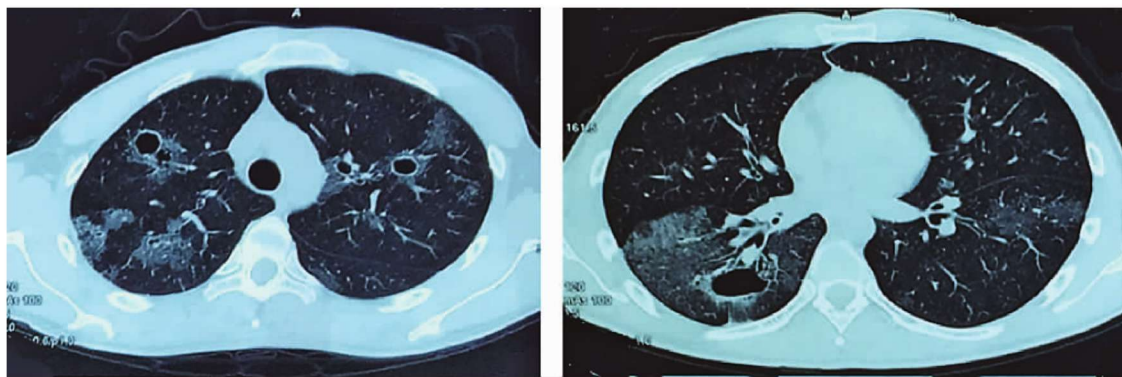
2013 年 12 月 21 日福州某医院胸部 CT。双肺斑点、斑片状阴影并多发空洞形成。
